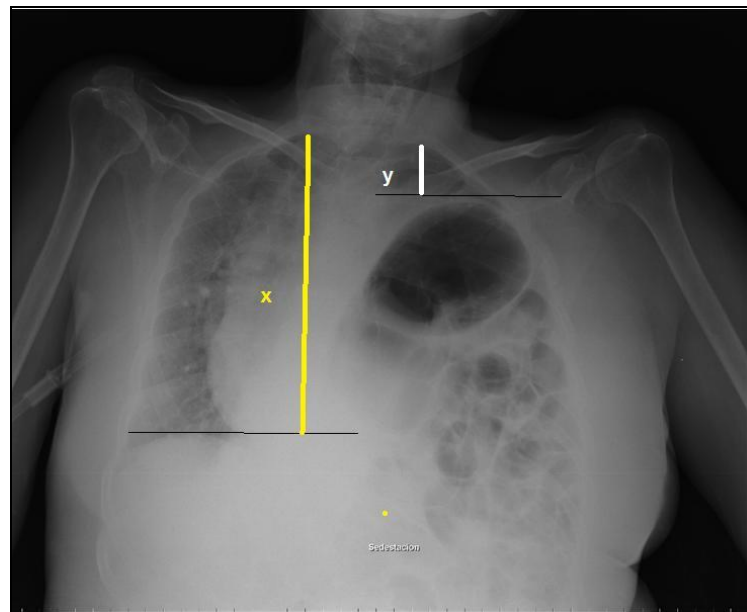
Radiografía PA de tórax preoperatoria. Medidas de (x) e (y). Se observa una Eventración diafragmática izquierda. La cámara gástrica y gran parte del colon se encuentra en el tórax comprimiendo las estructuras mediastínicas y ambos pulmones. Se traza una línea horizontal que pasa por los puntos más elevados de ambos hemidiafragmas. Se mide desde ésta línea hasta el punto más alto del vértice pleural obtener los valores de (x) e (y). Tomada del archivo de fotografías de pacientes operados por el autor de esta Tesis.
